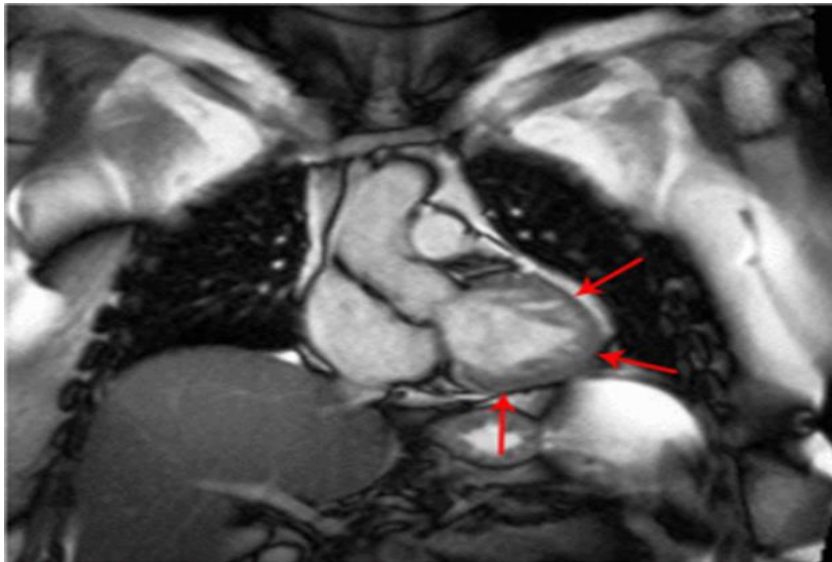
МРТ сердца. Повышенная трабекулярность миокарда левого желудочка (указана стрелками)
